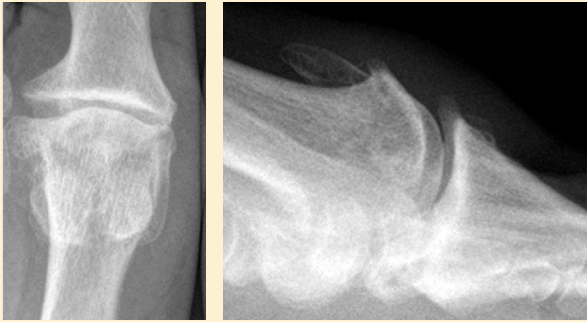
Radiografías anteroposterior y lateral preoperatorias.
